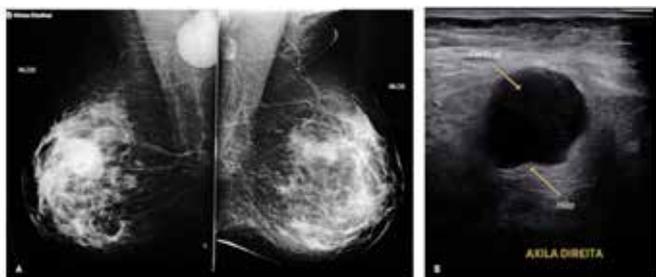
A. Mamografia evidenciando linfonodo hipertrófico em axila direita. B. Ultrassonografia. Linfonodo todo hipocogênico, com hilo rechaçado para a periferia, associado a acometimento secundário metastático, em axila direita, por neoplasia mamária.
